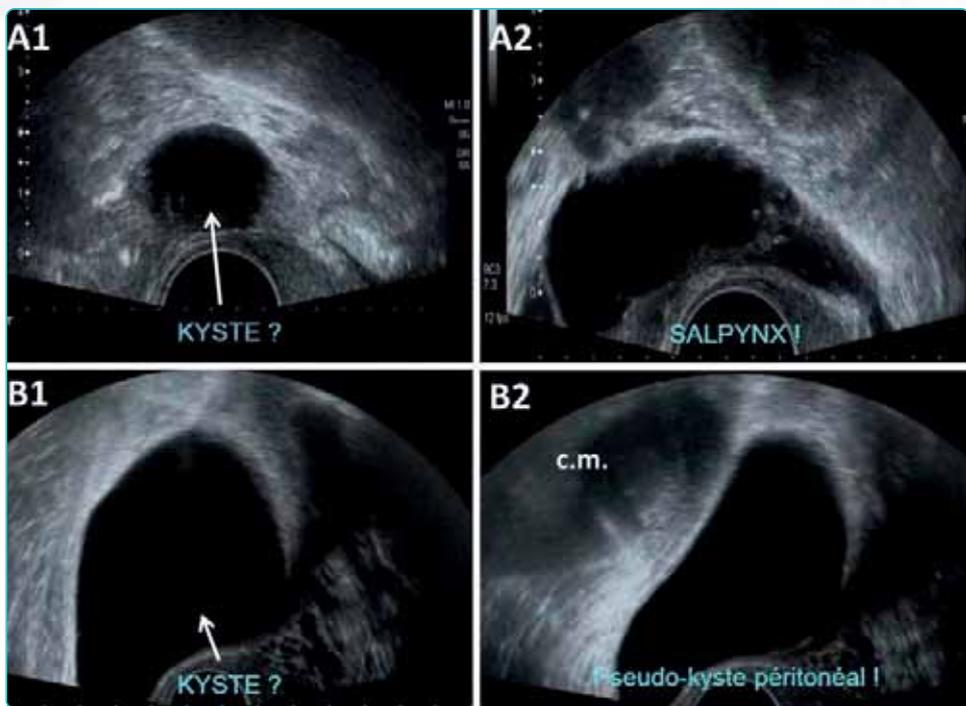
L'échographie-doppler pelvienne et endo-vaginale reste un outil de première ligne dans le diagnostic différentiel des lésions annexielles. A1 et A2: patient A ; A1: vue axiale révélant une image pouvant faire penser à un kyste; A2 : vue sagittale qui permet de montrer que cette image, vue en A1, correspond en fait au salpinx (trompe utérine ou de Fallope). B1 et B2: patient B ; B1: vue axiale révélant une image pouvant faire penser à un kyste; B2 : une compression manuelle (c.m.) de l'abdomen permet de montrer qu'il s'agit en fait d'un pseudo-kyste péritonéal.
